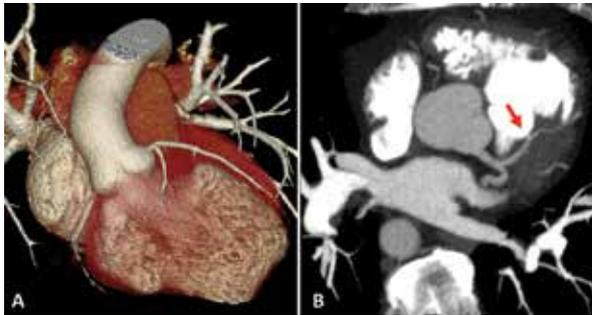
Angiotomografia de artérias coronárias, dois pacientes em pós-operatório de cardiopatias congênitas, rastreamento devido a antecedente familiar importante. Em A, paciente de 30 anos, Transposição de Grandes Artérias, cirurgia de Senning, exame normal. Em B, paciente de 44 anos, após correção de Tetralogia de Fallot, placa calcificada não-obstrutiva proximal na artéria descendente anterior (seta), escore de cálcio de 15 (percentil 75).
